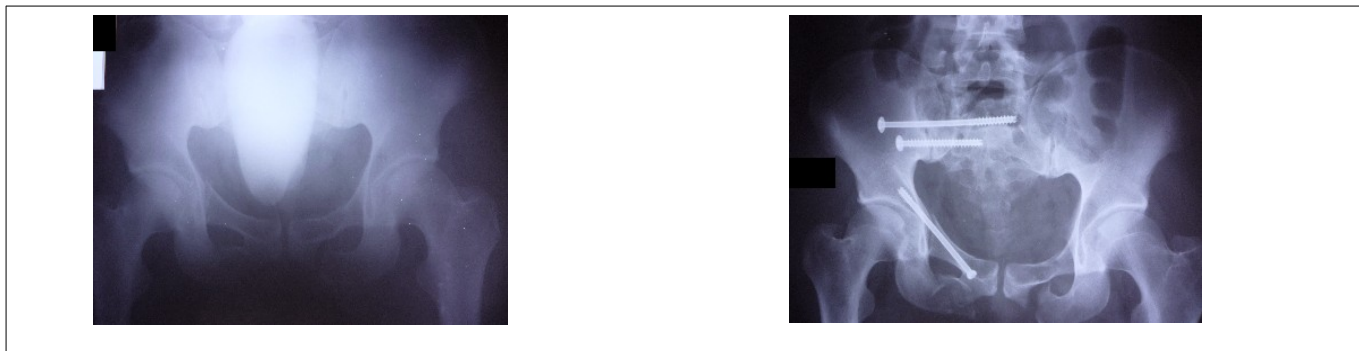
Рентгенограммы пациента К., 27 лет, до (слева) и после остеосинтеза (справа).
